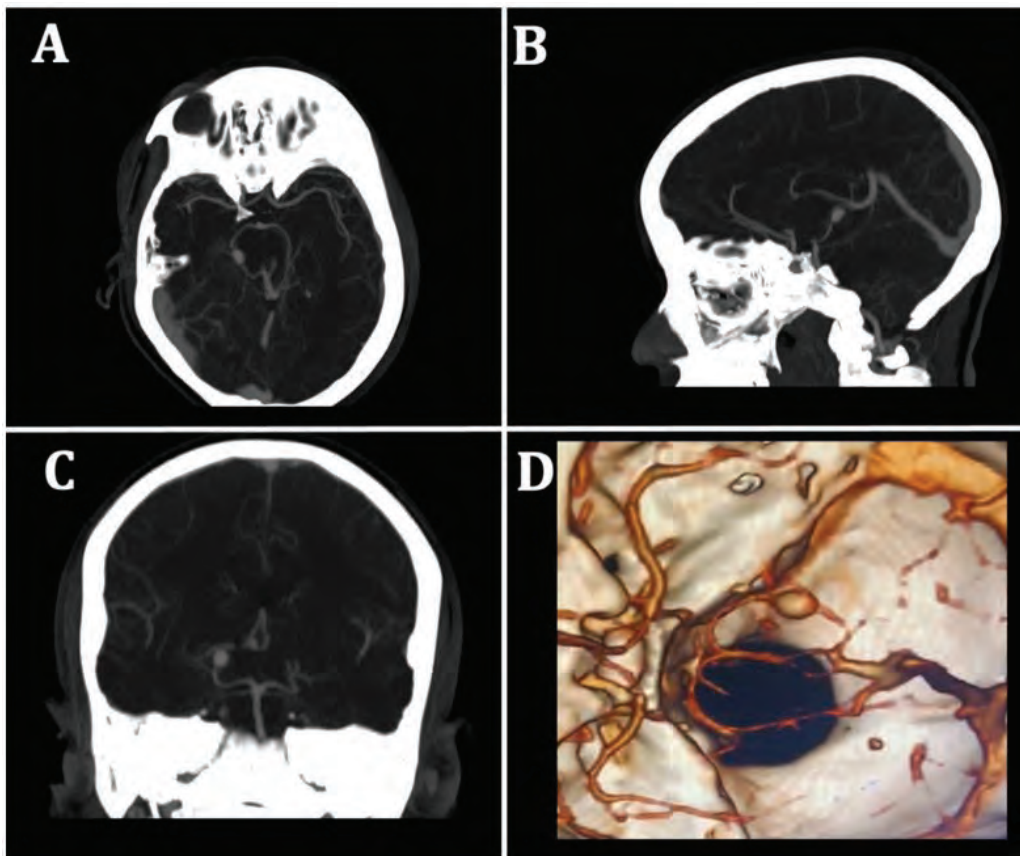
Cerebral computed tomography at diagnosis showing the right posterior cerebral artery aneurysm of 9.1 x 6.5 x 5.4 mm in size. A. Axial; B. Aagittal; C. Coronal view showing posterior cerebral artery aneurysm; and D. Reconstruction of computed tomography showing the fusiform aneurysm of the posterior cerebral artery.
